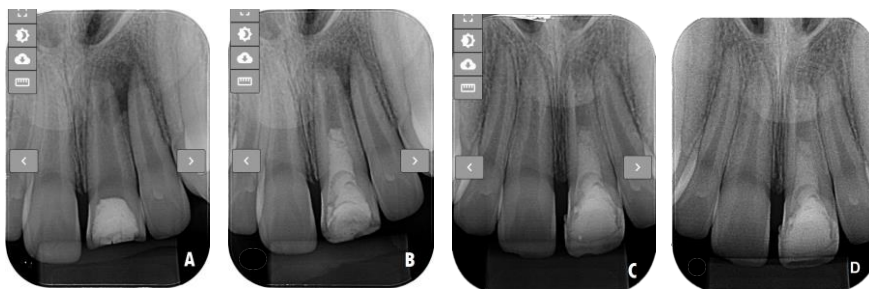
Radiografia periapical do elemento 21. Rizogênese incompleta e lesão periapical (A), início da regressão da lesão periapical (B), regressão total da lesão periapical e canal radicular amplo (C-D).
